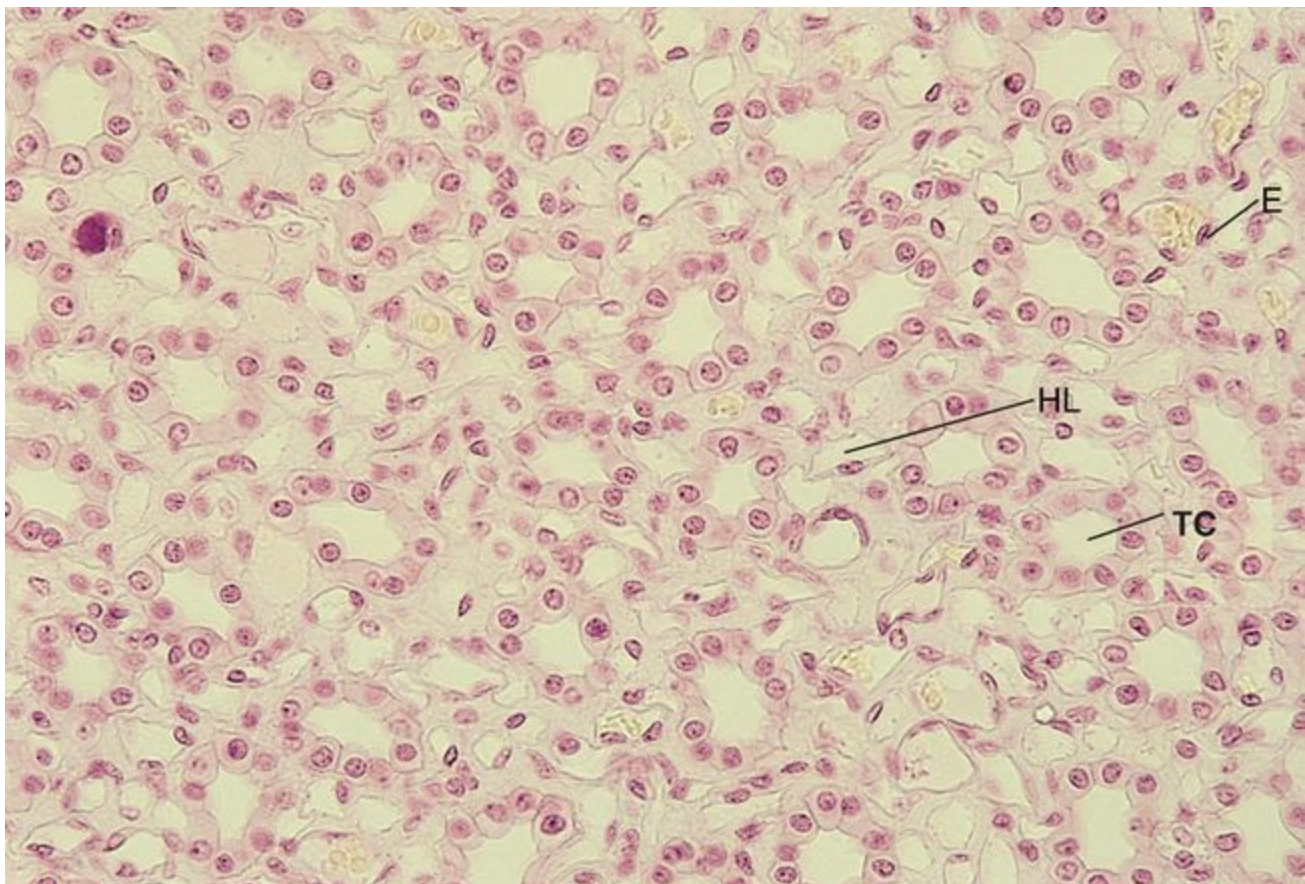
A medula do rim apresenta túbulos coletores (TC), com seu epitélio simples cúbico, assim como segmentos delgados da alça de Henle (HL) e células endoteliais (E) dos vasos retos, ambos com epitélio simples pavimentoso. Note que o tecido conjuntivo é escasso e contém principalmente elementos vasculares (270×).
